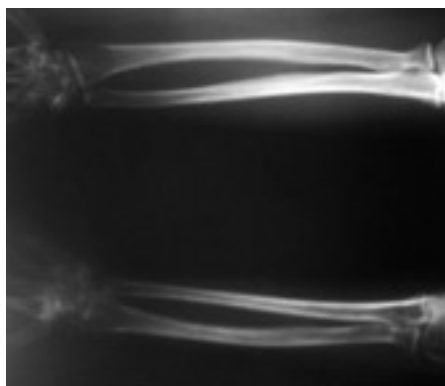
Radiografía de antebrazos comparativos donde se aprecia disminución de la densidad ósea en lado izquierdo con disminución del grosor de los huesos y atrofia de los tejidos blandos del mismo lado.
